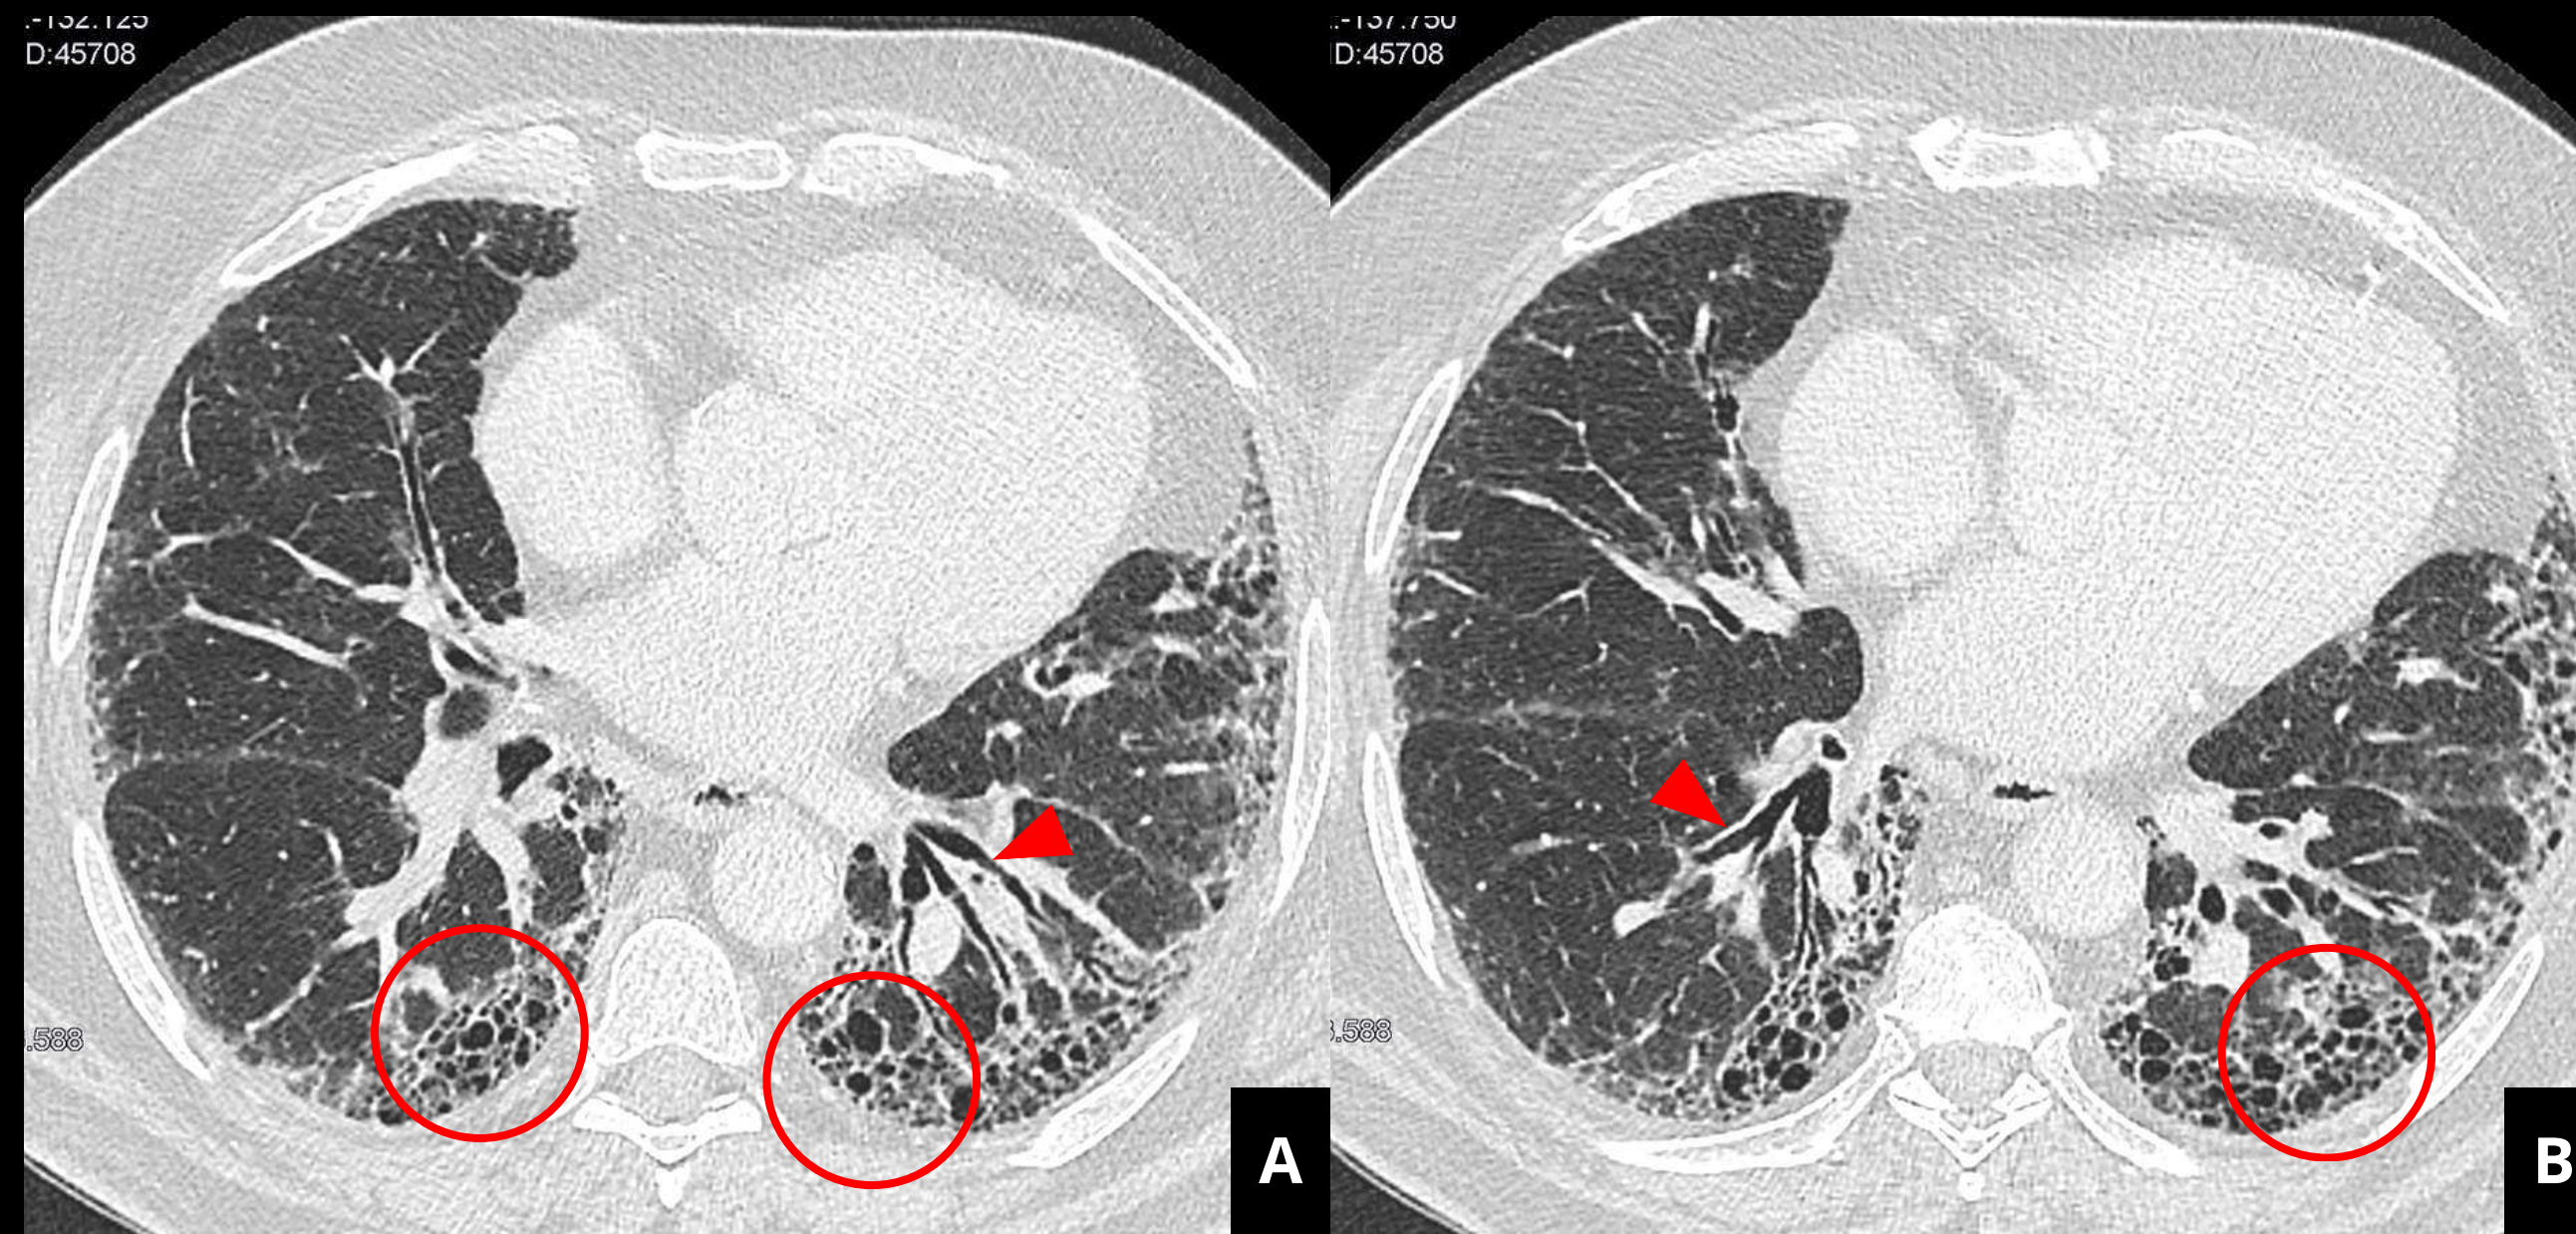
Hallazgos en TC de neumonía intersticial usual (NIU). Mismo paciente, diferentes cortes axiales.
